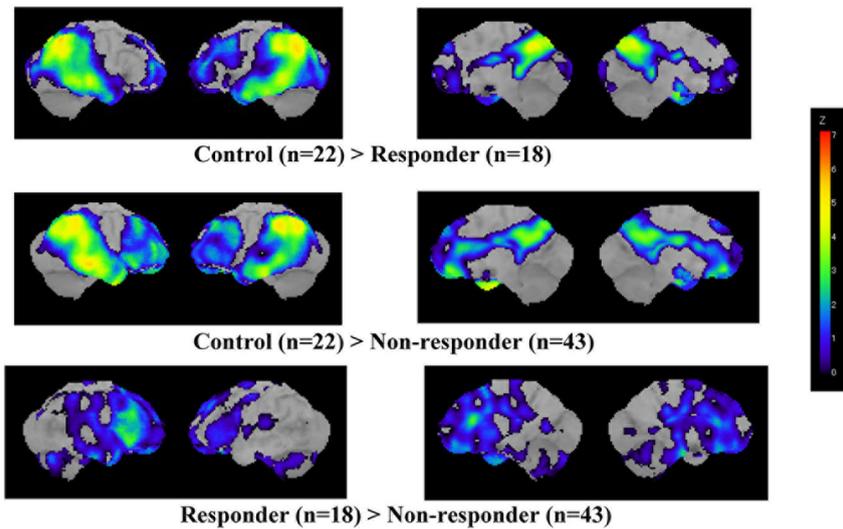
Baseline SPECT Profile
